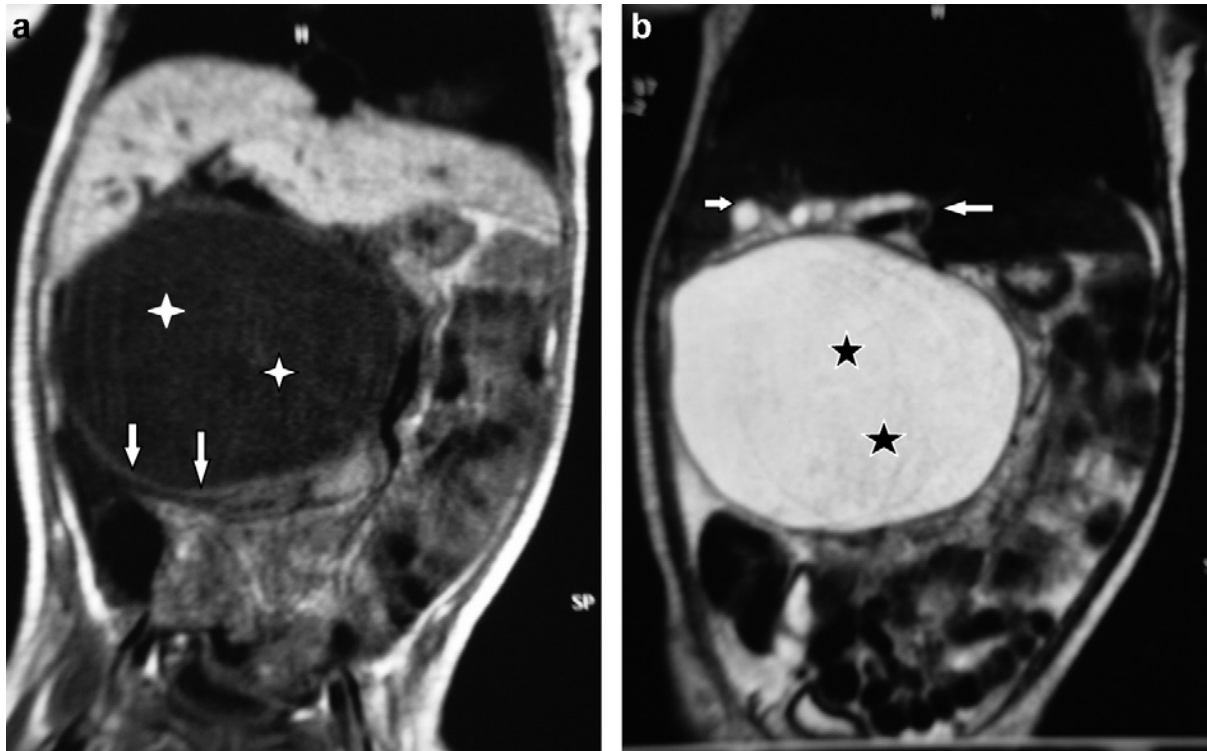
a : Bili-IRM (étoile) masse kystique sous-hépatique bien limitée (séquence T1) ; b : associée à une dilatation de la voie biliaire intrahépatique (séquence T2) (flèche) (1).
